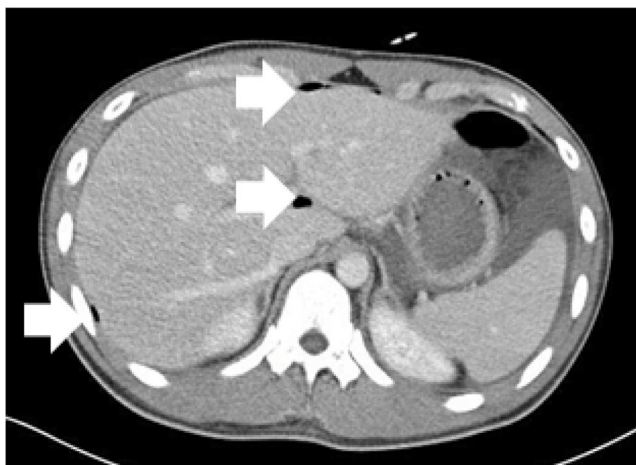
Coronal CT scan which was performed after the administration showed that free gases (white arrows) were in the abdominal cavity in the case 1.
